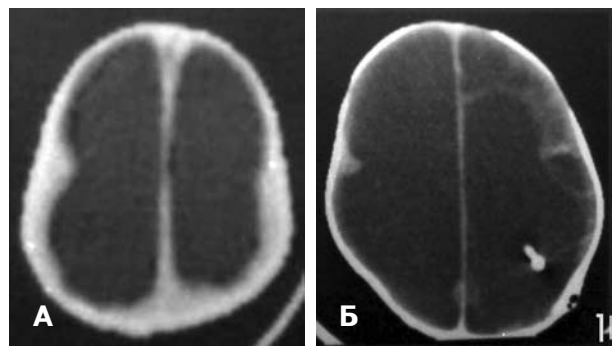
КТ ребенка П., 4 мес. А — перед операцией; Б — через 2,5 года.
